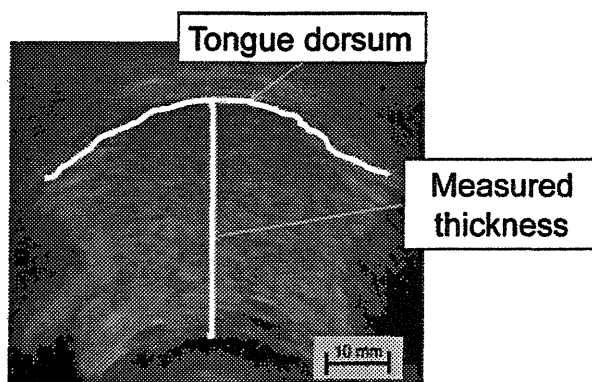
Ultrasonographic image
